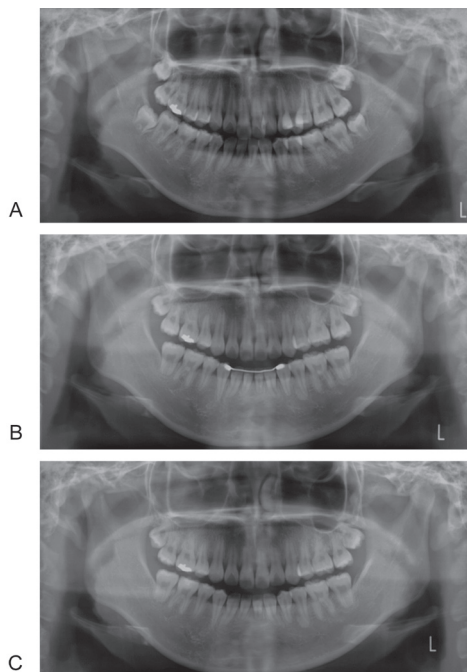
Panoramic radiographs. A: First record (15Y2M). B: Post-treatment (18Y10M). C: Post-retention (20Y10M).
